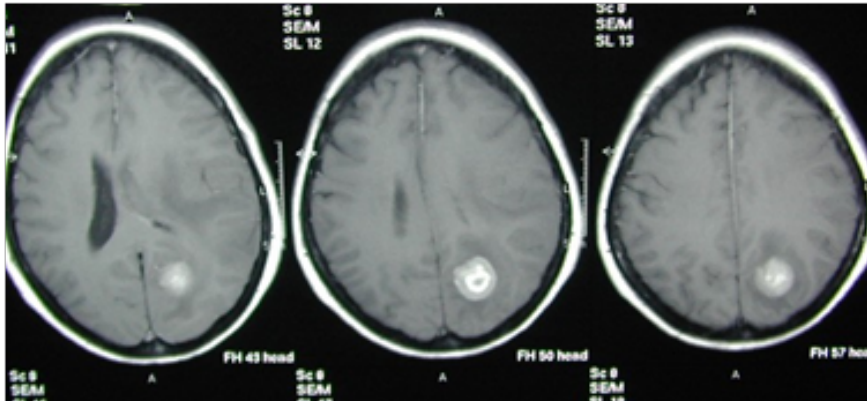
Resonancia magnética (RM) que muestra metástasis cerebral única.
